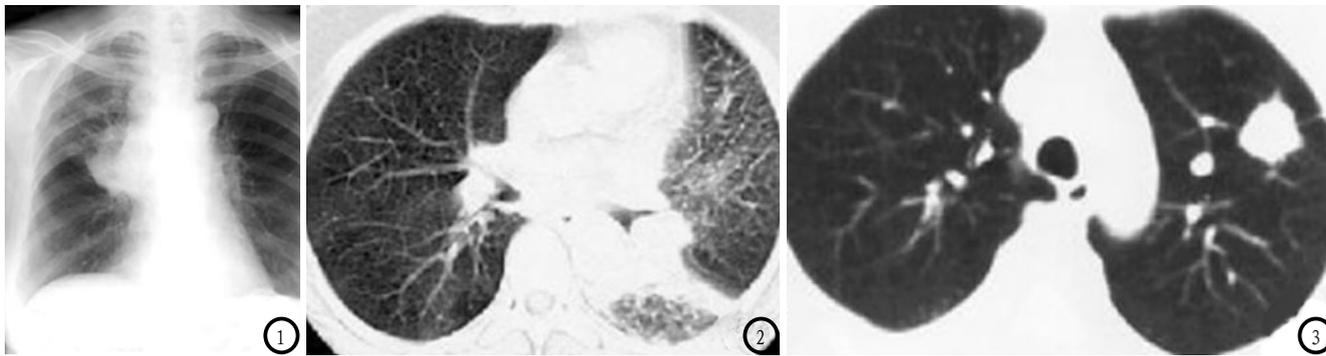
胸部X线检查示右肺门出现圆形肿块。图2 CT示左肺门下起始处见一不规则软组织肿块，左肺下叶体积缩小，密度增高，左肺内可见多个沿肺段分布斑片状密度增高影。图3 CT肺窗示左肺上叶圆形肿块影，边缘分叶状，周边有短毛刺及胸膜嵌入征。
